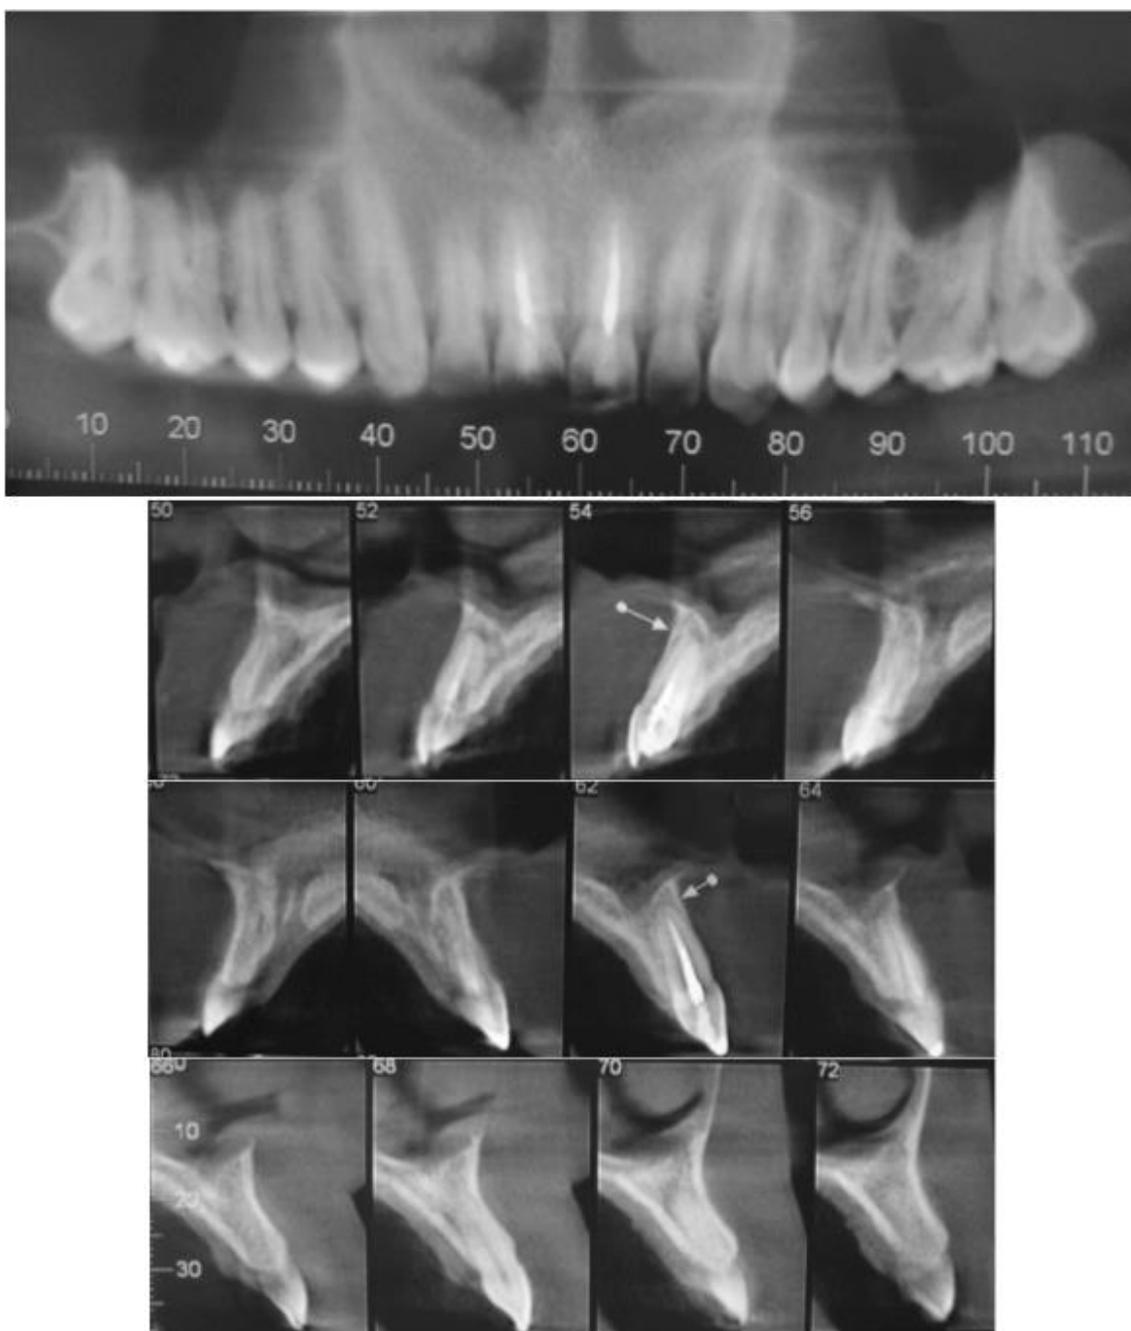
Corte panorâmico da maxila e cortes parassagitais da tomografia computadorizada de feixe cônico.
